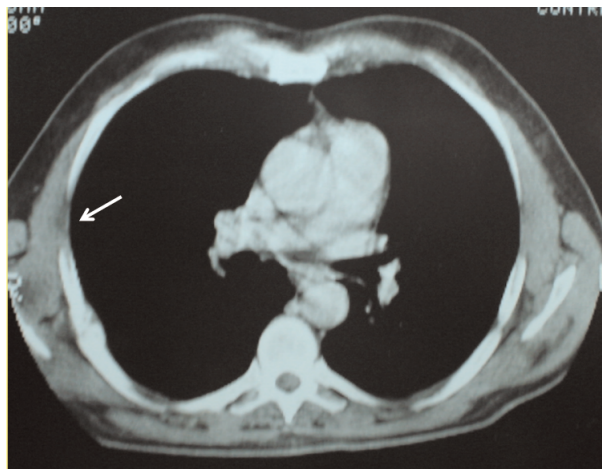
TDM thoracique : Aspect soufflé et lytique de la sixième côte droite.
